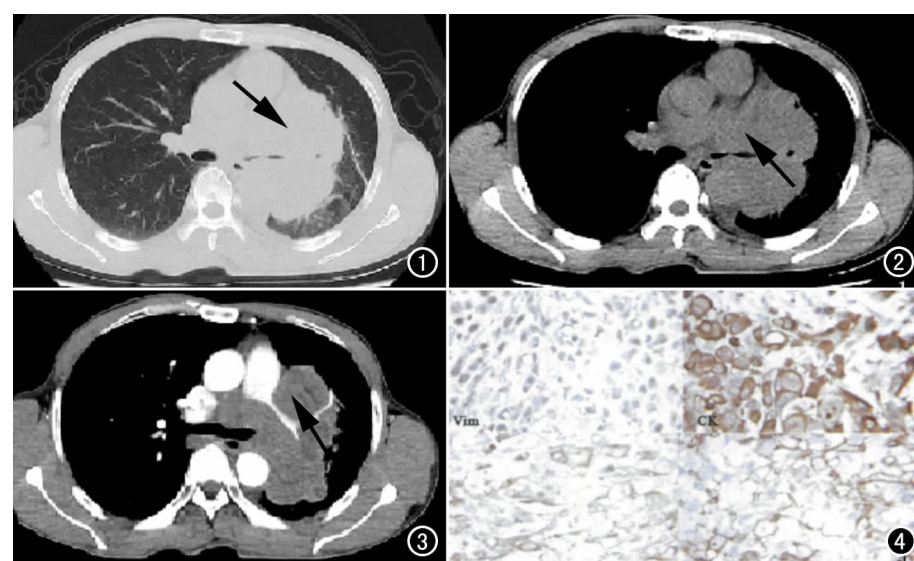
a) CT 平扫示左肺门区肿块内缘与纵膈分界不清,外缘浅分叶(箭); b) 左主支气管明显变窄,表面不平整(箭); c) 增强扫描肿块轻中度不均匀强化,以边缘明显,左肺动脉及其分支明显受压变窄(箭); d) 免疫组化示 Vim, CK, EMA, CD34 阳性表达(IHC, $\times 400$)。
